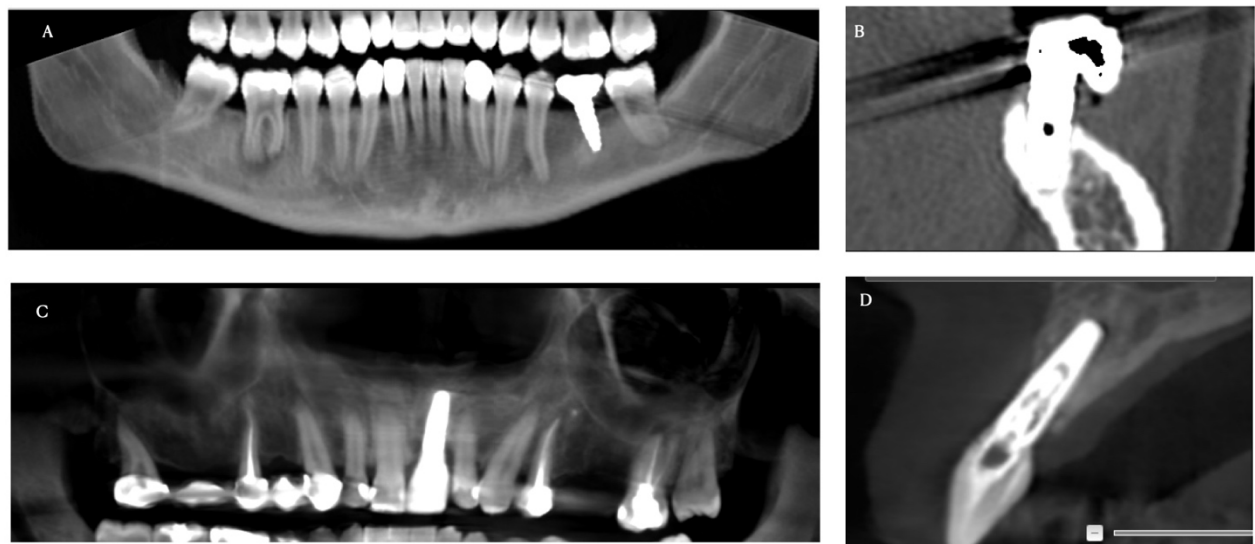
A y B. Tomografía computada para valorar la pérdida ósea en implantes. C y D. Tomografía computada de haz cónico para valorar la pérdida ósea en implantes. Imágenes obtenidas con el software DTX Studio ®.
